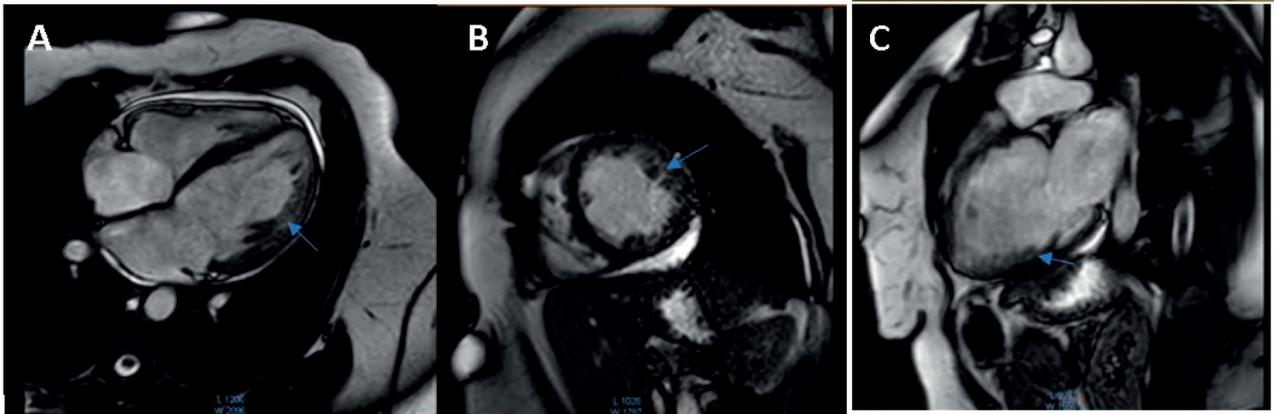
Imágenes de Resonancia magnética de secuencia cine en A: plano cuatro cámaras, B: eje corto y C: eje largo, que demuestran aumento del espesor de la capa de miocardio no compactado en relación con el miocardio compacto (flecha azul).
